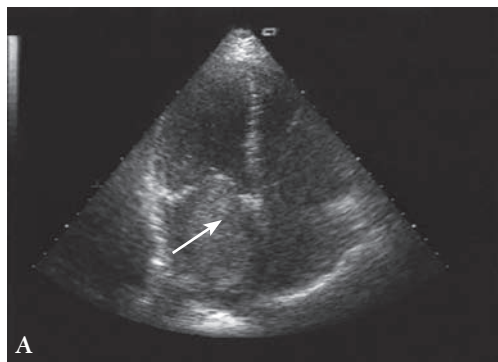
Опухоль (инфицированная миксома) у больной Ф. А – эхокардиографическая картина; Б – препарат опухоли.
